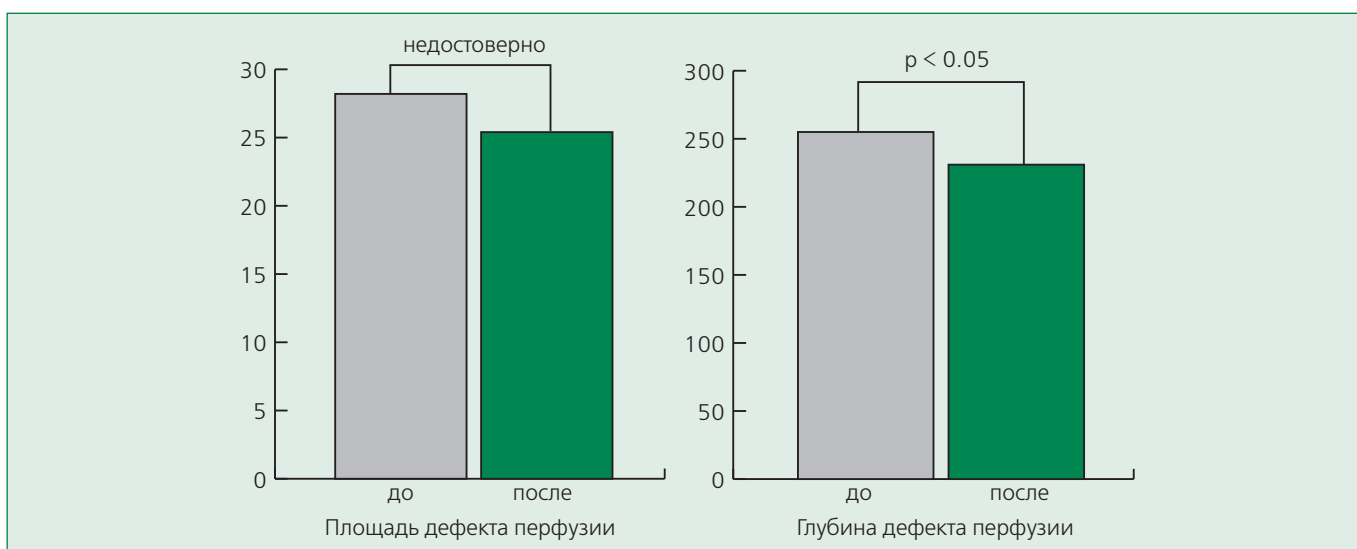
Динамика площади и глубины дефекта перфузии у больных ИБС на фоне терапии милдронатом
